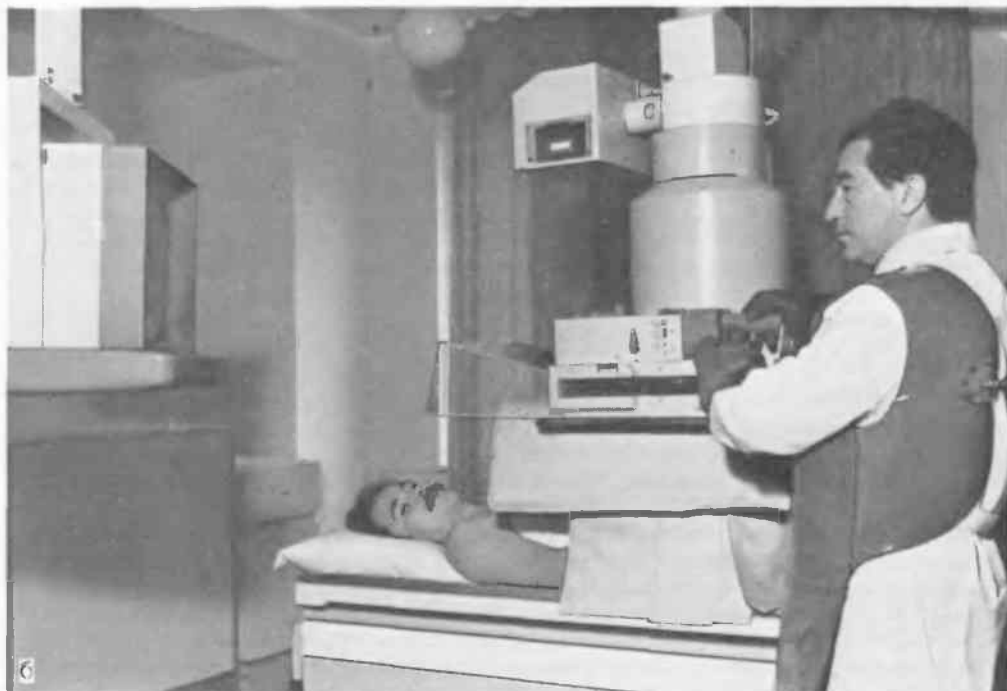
Рентгенотелевизионное просвечивание больного в прямой проекции при вертикальном (а) положении тела—ортоскопия и горизонтальном (б) положении—трохоскопия.
